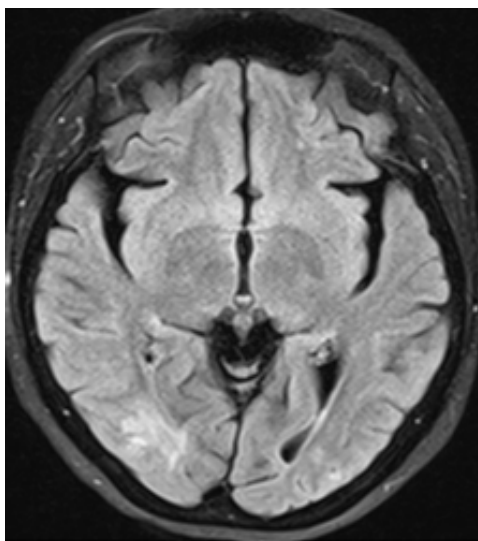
Resonancia magnética, secuencia FLAIR: se observa imagen hiperintensa en región occipital a predominio del lado derecho.
